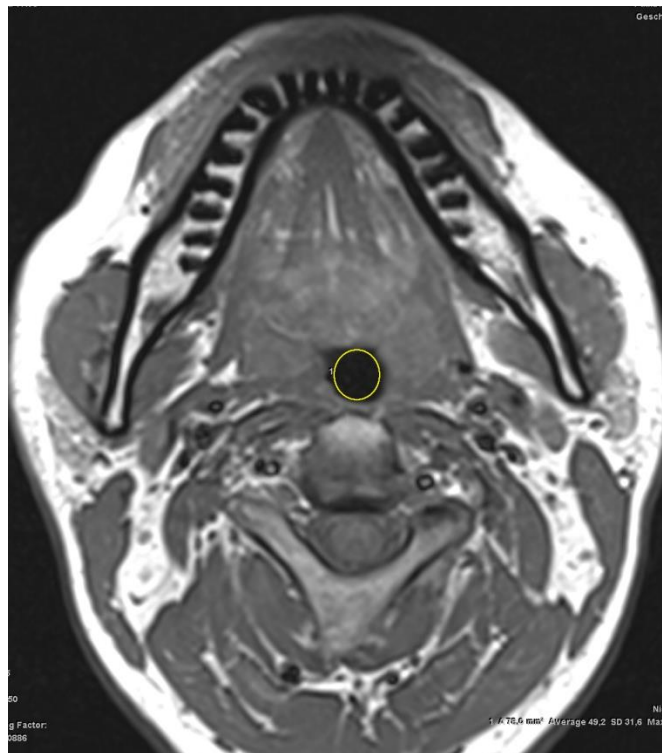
Magnetresonanztomographie nativ, T1-gewichtet in axialer Ebene (Schichtdicke 3 mm). Markiert ist der retropalatale Querschnitt.
